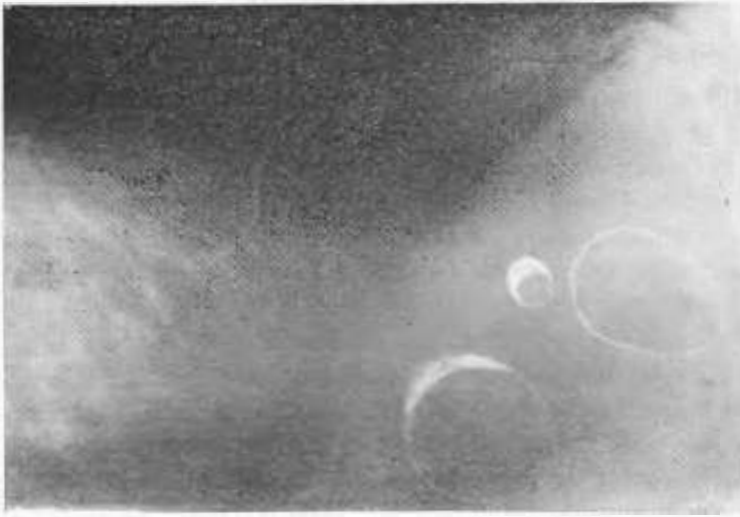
Radiografía de axila retocada, muestra tres adenomegalías con degeneración grasosa. El tejido linfoide remanente radio-opaco ocupa la periferia del ganglio en forma de anillo o media luna. La degeneración grasosa es radiotransparente. Se observa además la arteria mamaria externa calcificada.
